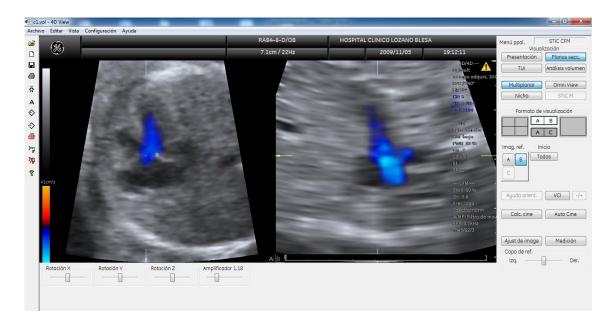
Corte de 5C empleando Doppler color.
